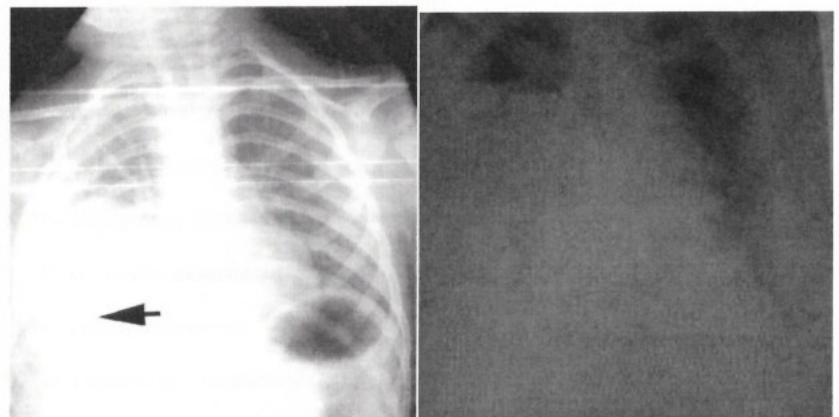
Рентгенограммы органов грудной клетки. Эмпиема плевры
